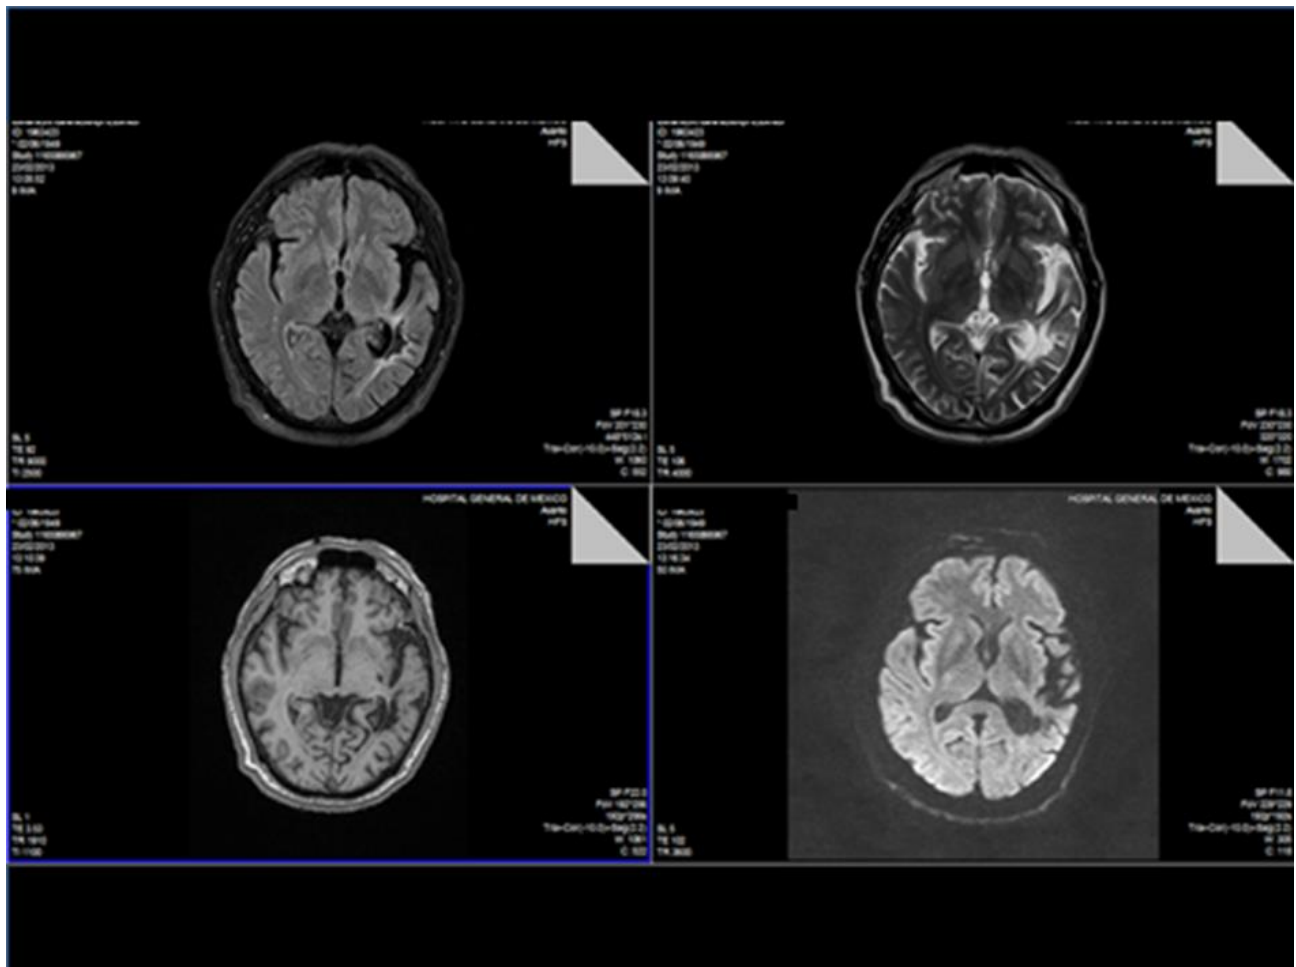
Se presentan cortes en diferentes secuencias de resonancia magnética nuclear para observar la lesión de P3. En la esquina Superior derecha se presenta la secuencia T1, a la derecha T2, abajo a la izquierda secuencia de difusión y la derecha secuencia FLAIR.
